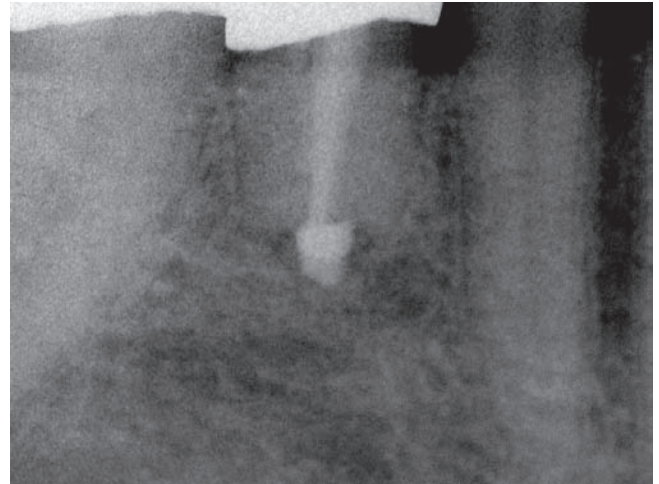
Verlaufskontrolle bei anhaltender Beschwerdefreiheit und röntgenologisch nahezu abgeschlossener knochendichter Ausheilung im November 2007
